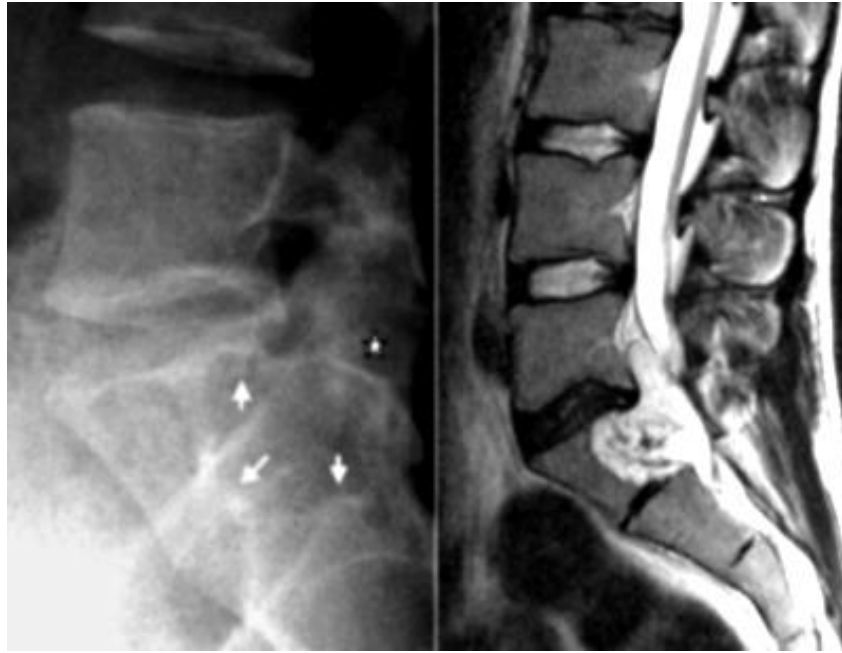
Рентгенограма в бічній проекції та МРТ T233 у сагітальній площині. Хордома – визначається. задня ексавація (узурація) тіла S1 (стрілки) за рахунок солітарного утворення (зірочка), що містить дрібні вапняні включення та проходить в просвіт каналу.
